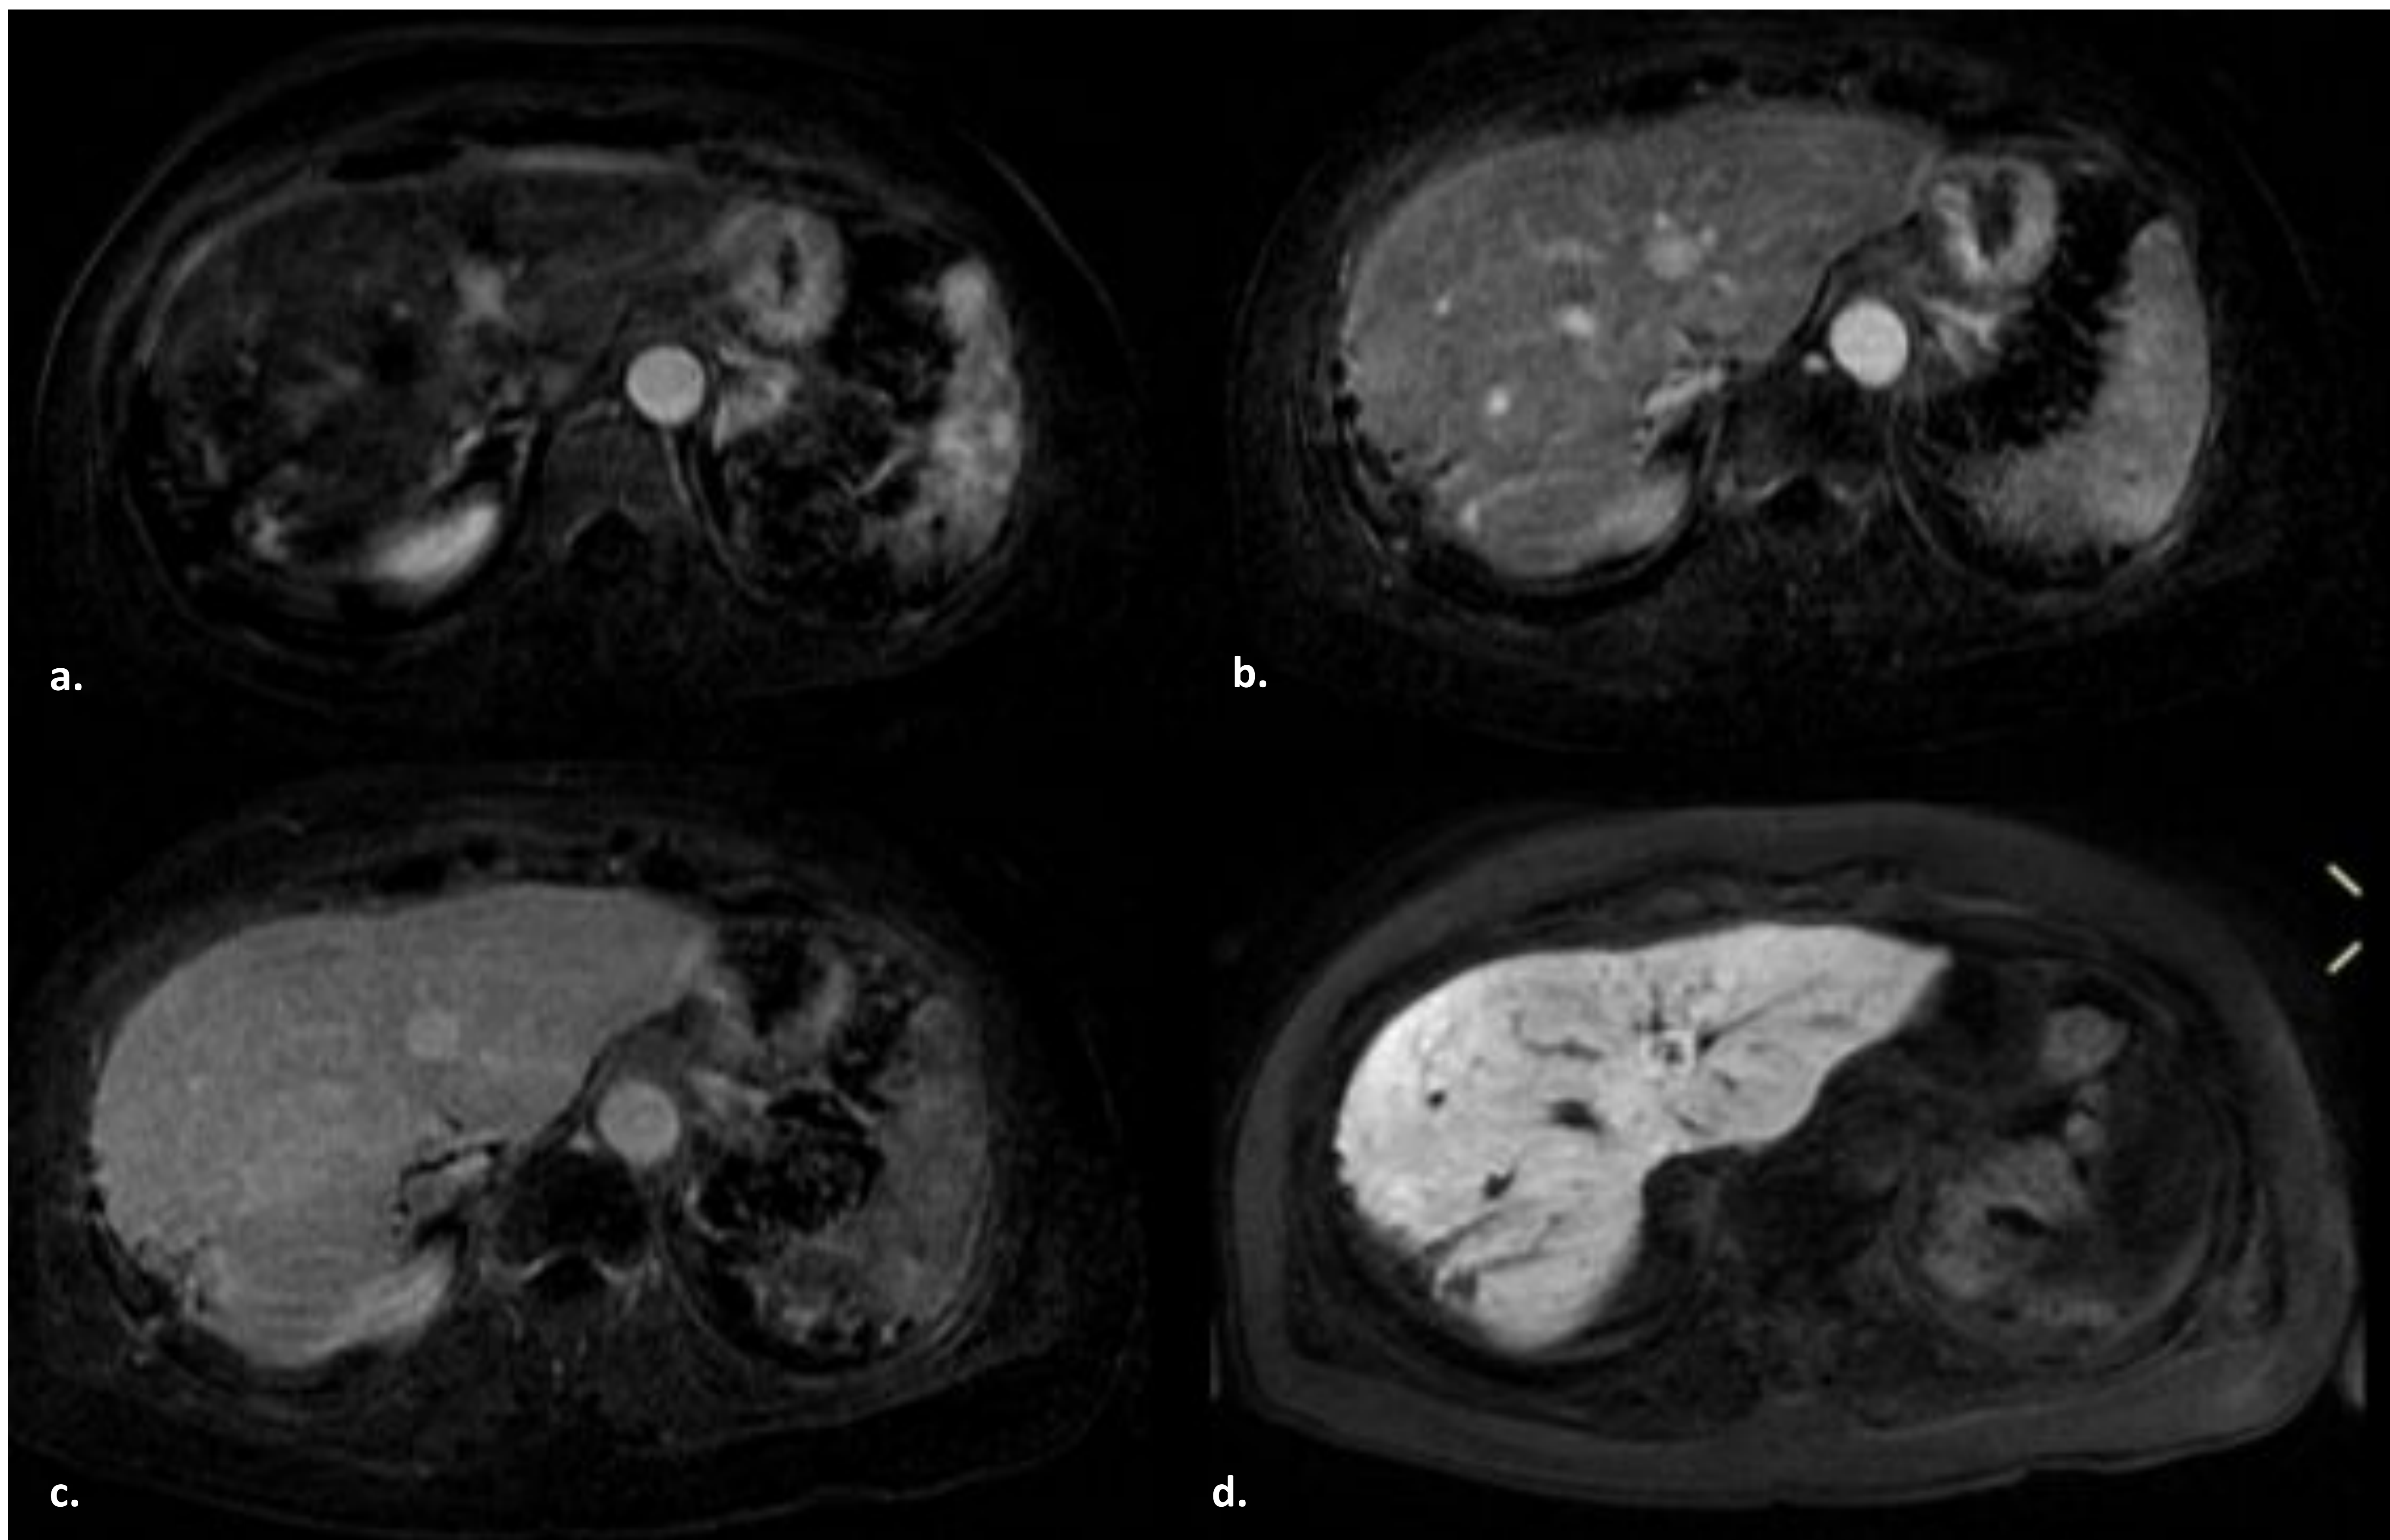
Imágenes de RM con contraste intravenoso hepatoespecífico. a., b. y c. Secuencias de sustracción de las secuencias dinámicas arterial, portal, y tardía, respectivamente. d. Secuencia en fase celular. La imagen descrita en la ecografía se corresponde con un nódulo de unos 15mm en segmento 4 adyacente a la vena suprahepática izquierda. En las secuencias dinámicas presenta un comportamiento hipervascolar en fase arterial, con persistencia del realce en fases portal y tardía; así mismo se muestra hipervascolar con predominio periférico en fase celular. Dicha lesión es compatible con hiperplasia nodular regenerativa en probable relación con adyuvancia con oxaliplatino por neoplasia primaria de colon.
